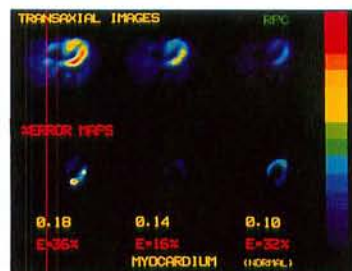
正常者の各吸収係数値におけるSPECT像(RPC法による)
